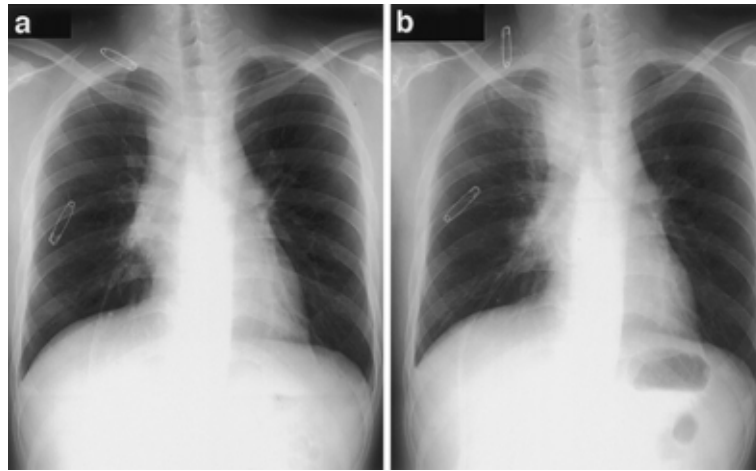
(a) Chest roentgenogram in Nov. shows development of dilatation of the superior mediastinum toward the right. No shadows were observed in the lung fields. (b) Chest roentgenogram in Dec. shows reticulogranular shadows in the right upper lung field.
